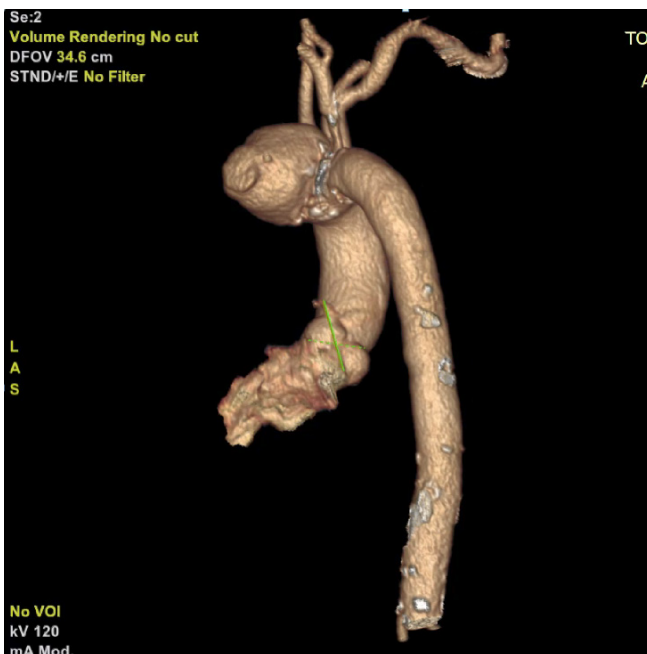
МСКТ грудной аорты (3D — реконструкция).
